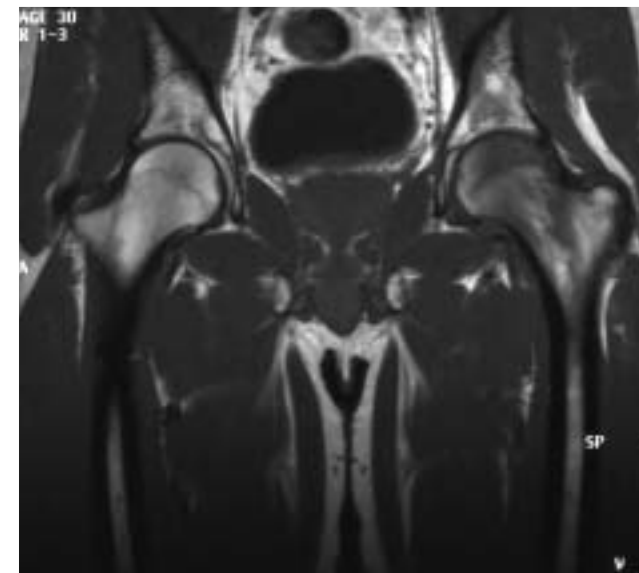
34 歳・男性。一過性大腿骨萎縮症。両側股関節 MRI (T1WI, STIR 冠状断像)
